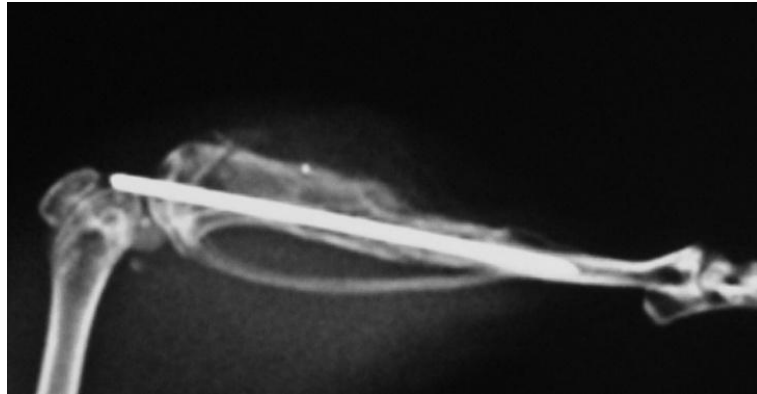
Kontrol grubu 1. gün lateral grafisi
